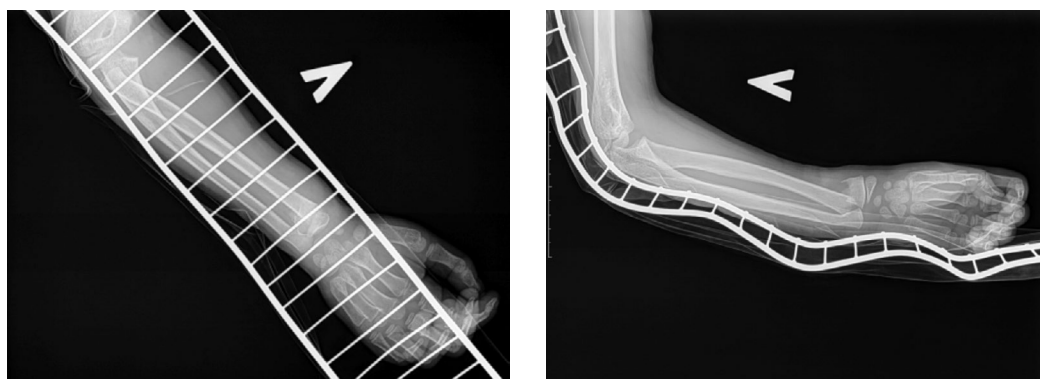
Рентгенограмма предплечья пациента с нестабильным переломом дистального отдела лучевой кости до оперативного лечения усовершенствованным методом антеградного интрамедуллярного металлостеосинтеза изогнутой спицей Киршнера.
